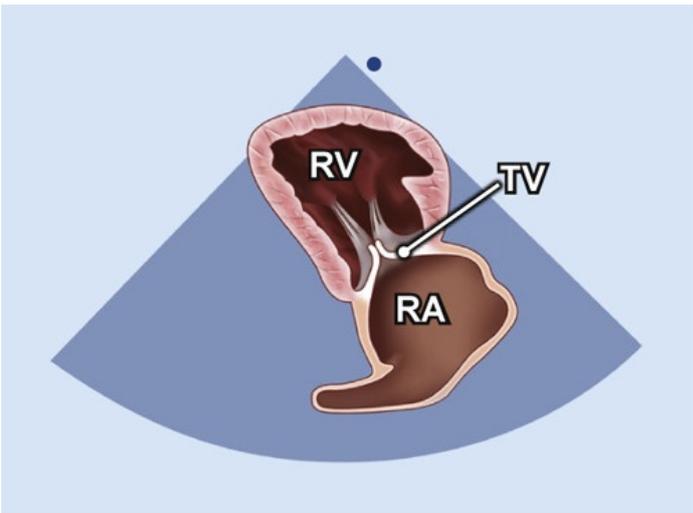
parasternale lange Achse: Darstellung des RVOT mit der Trikuspidalklappe
